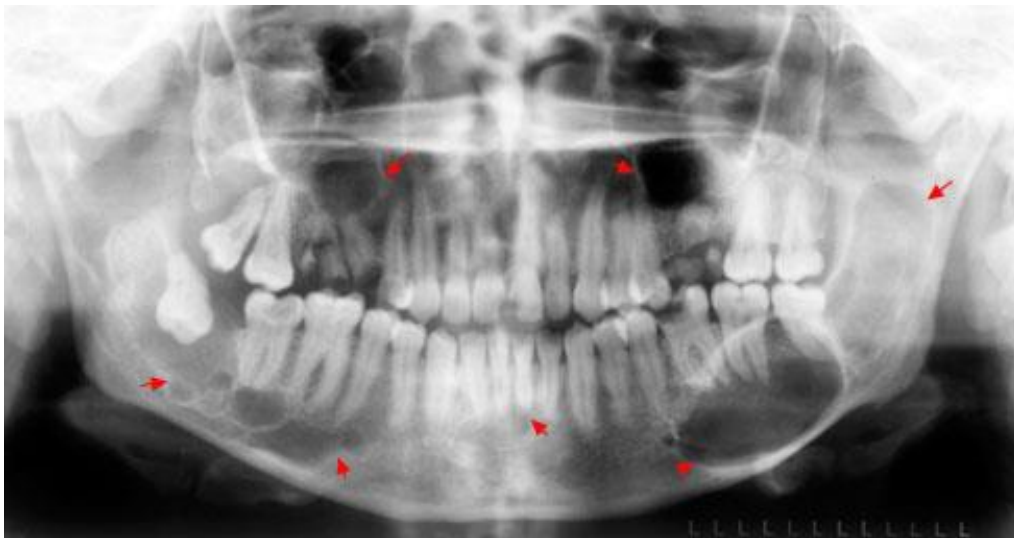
Radiografía panorámica en donde se observan múltiples quistoquistes relacionados al síndrome de Gorlin-Goltz. <sup>6</sup>
